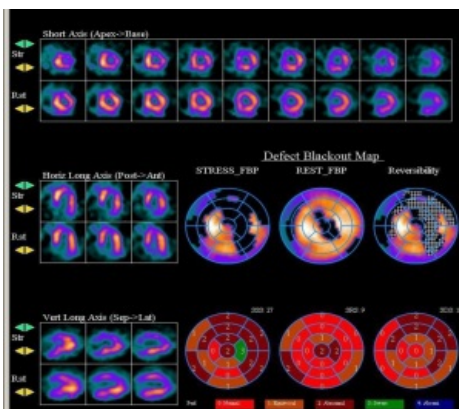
Artefacto de atenuación mamaria en gated-SPECT. Estudio estrés-reposo en paciente mujer con defecto de perfusión predominante en caras anterior y lateral, con baja probabilidad pre-test de CI. Observamos que no existe alteración de la motilidad ni del engrosamiento en dichas áreas, por lo que se trata de un artefacto por atenuación mamaria.
